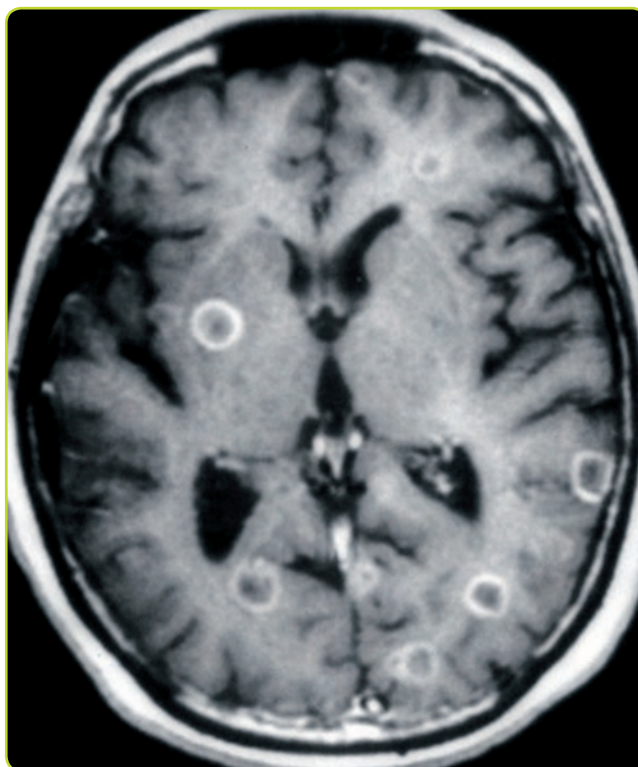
Metástasis cerebrales. La imagen de RM axial (T1) con gadolinio muestra múltiples lesiones con realce en anillo que se sitúan en su mayoría en la unión entre sustancias gris y blanca, en contexto de un cáncer de mama diseminado.
